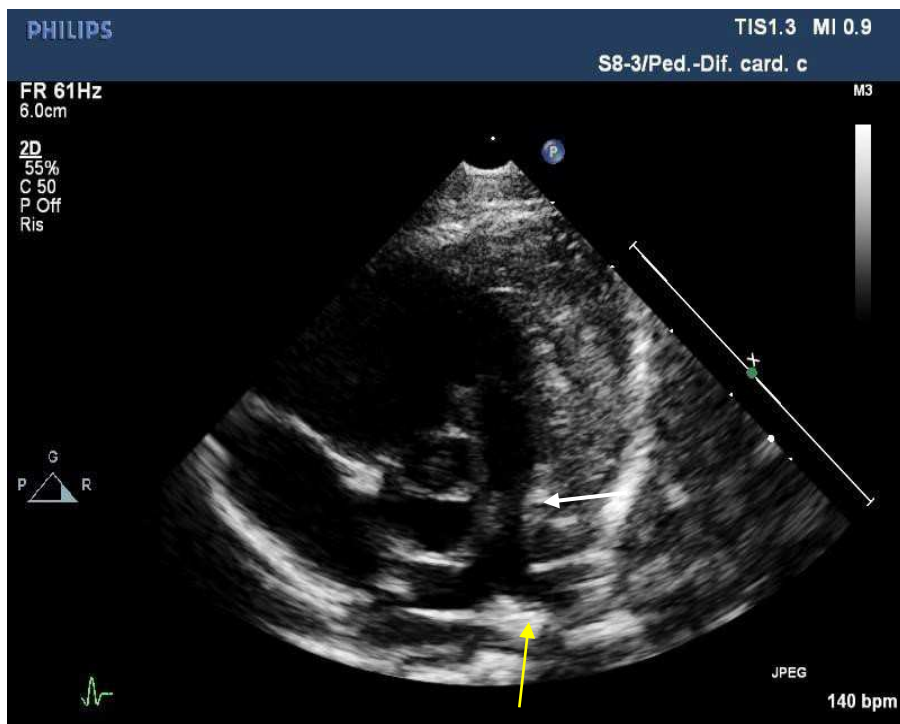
Proiezione parasternale in asse corto che evidenzia i piccoli rami polmonari destro e sinistro, con un restringimento sopra valvolare nel tronco dell'arteria polmonare (freccia bianca) e del ramo sinistro dell'arteria polmonare (freccia gialla)
